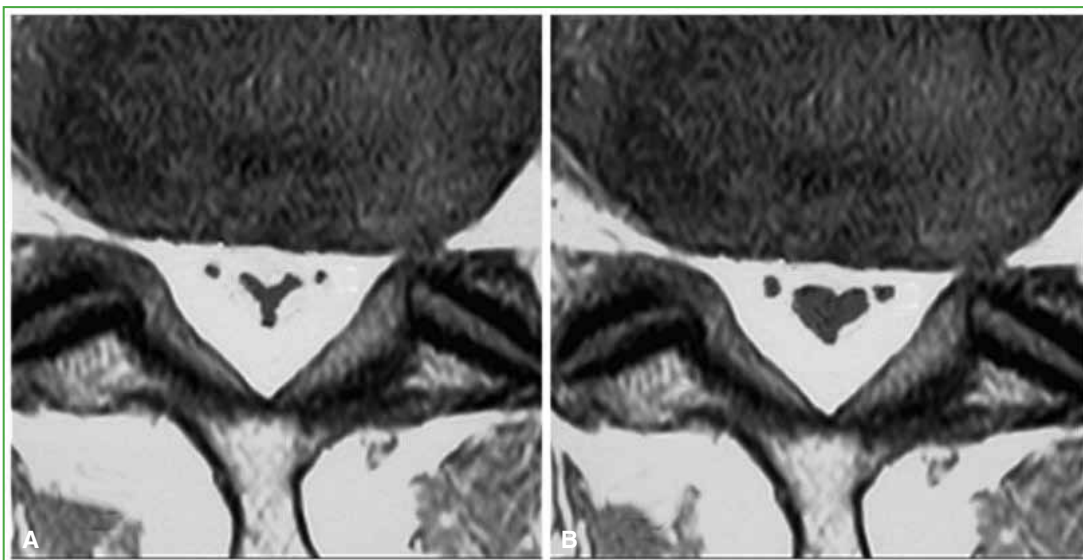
Resonancia magnética de columna lumbar, secuencia T1, cortes axiales. Acumulación de grasa en el disco intervertebral L5-S1. A. Con forma en “Y”. B. Con forma poligonal.
